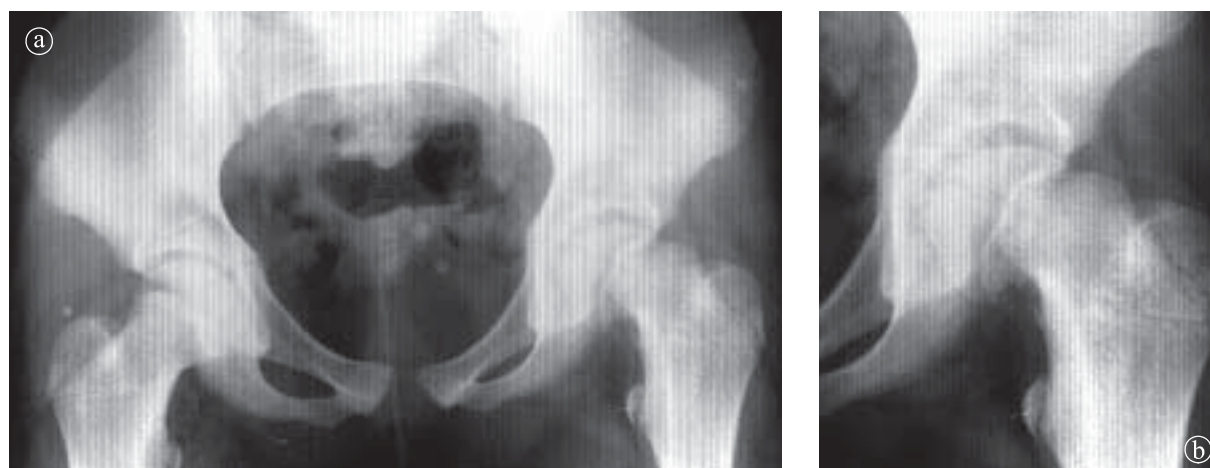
14. Fractură epifizometafizară tip 1 în stânga. Radiografie bazin a) AP, b) detaliu.
